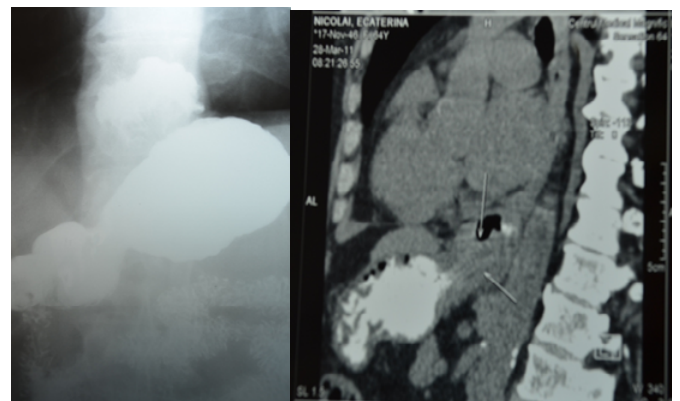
Examenul radiologic, endoscopic și prin CT al pacientei N.
